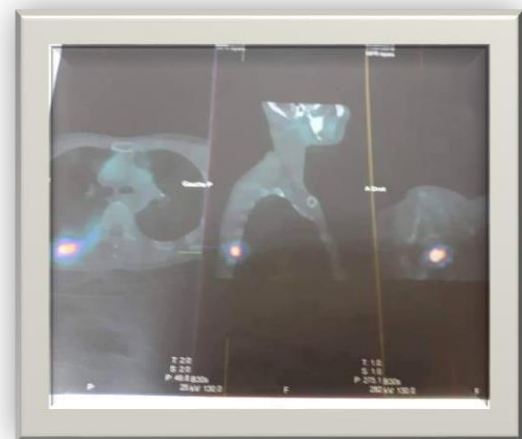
image de scintigraphie corps entier au T99-OCTREOTIDE : Atteinte laryngée et osseuse (6ème arc costal postérieur droit).
